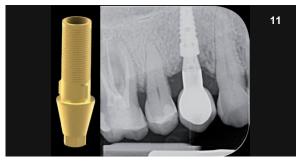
Radiografía endoral de control del acoplamiento correcto de la corona protésica atornillada al implante en la posición 14.
